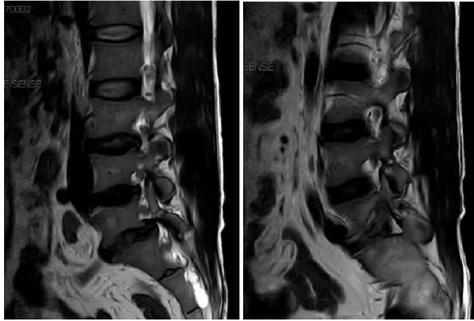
MRI 显示 L₅ 椎体峡部断裂,椎体向前约 I 度滑脱
